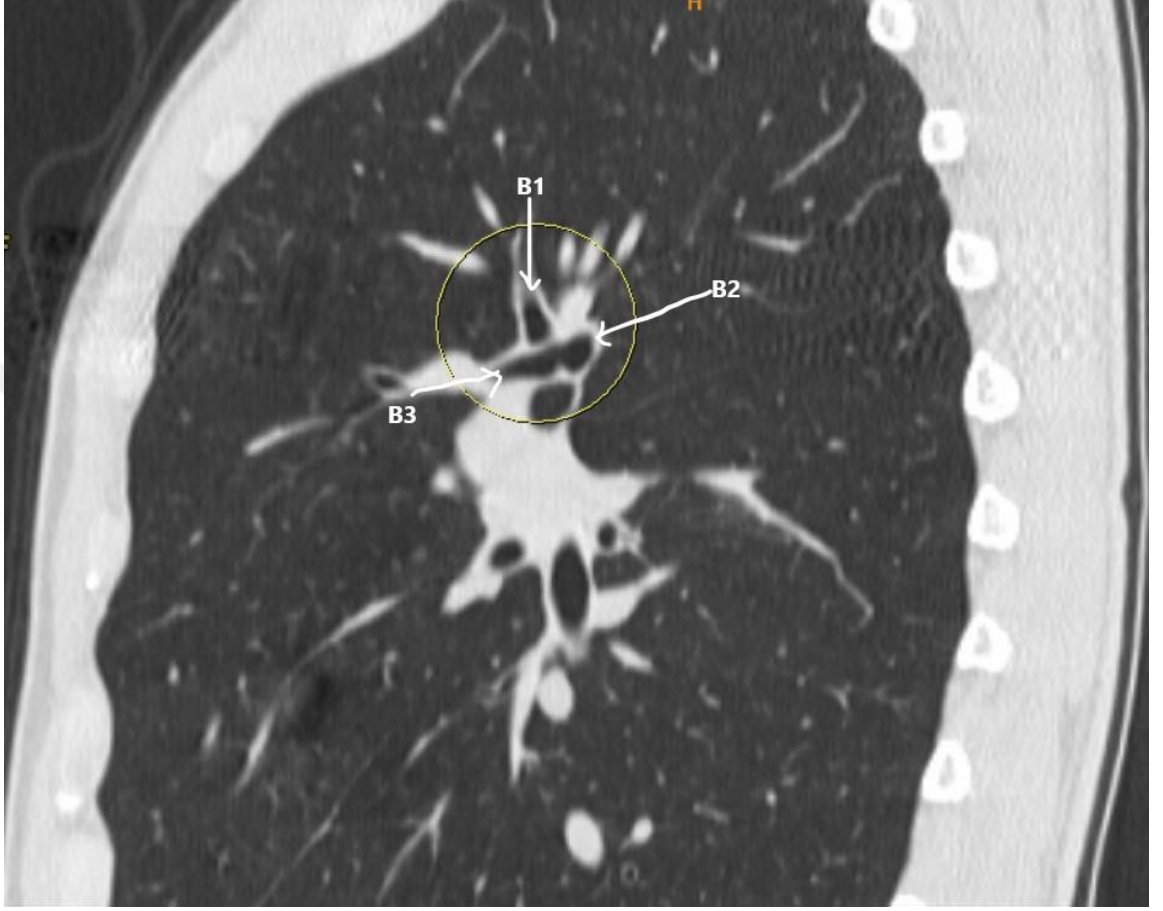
Sol üst lob lingula bronşunda trifurkasyonu (çember) gösteren aksiyal YÇBT görüntüsü
